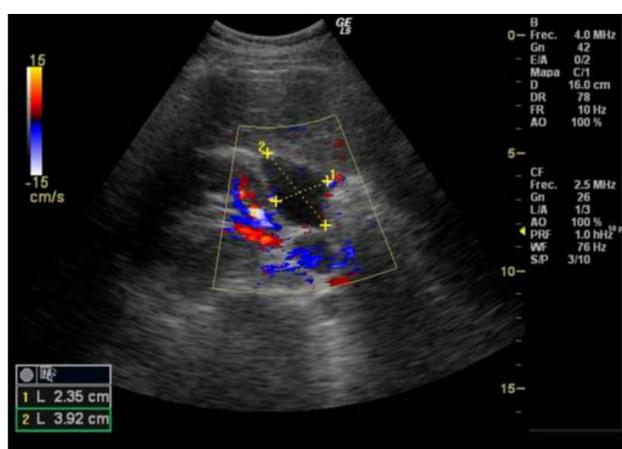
Quiste mesotelial en imágenes de ecografía, TC abdominal con contraste y RM.
